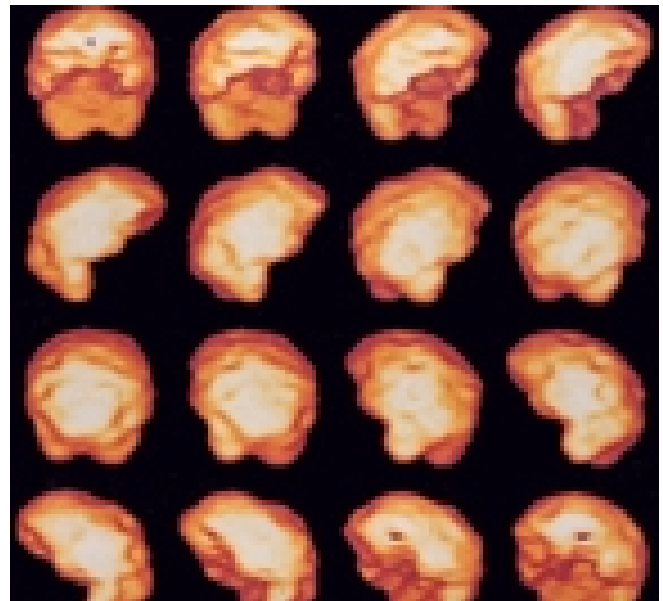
SPECT de cerebro con ^{99m}Tc -ECD, topografía, obsérvese la perspectiva del volumen en tercera dimensión, rotando una figura funcional del cerebro, en dirección de derecha a izquierda. Se observan hallazgos de irregularidad cortical, compatibles con aperfusión e hiperperusión en lóbulos frontales y temporales.
